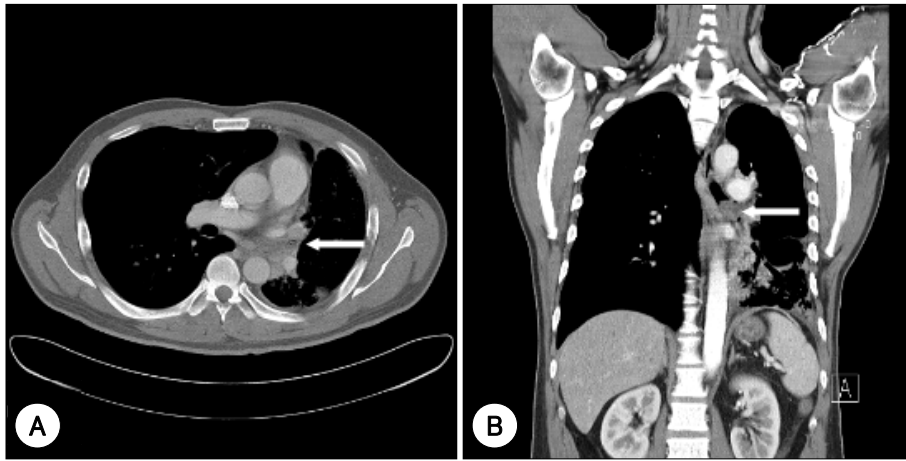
Preoperative chest CT scan shows a low-attenuation endobronchial mass obstructing left main bronchus(arrow) . Note that atelectatic left lower lobe contains the consolidation and ill defined centrilobular nodules (A & B) .
